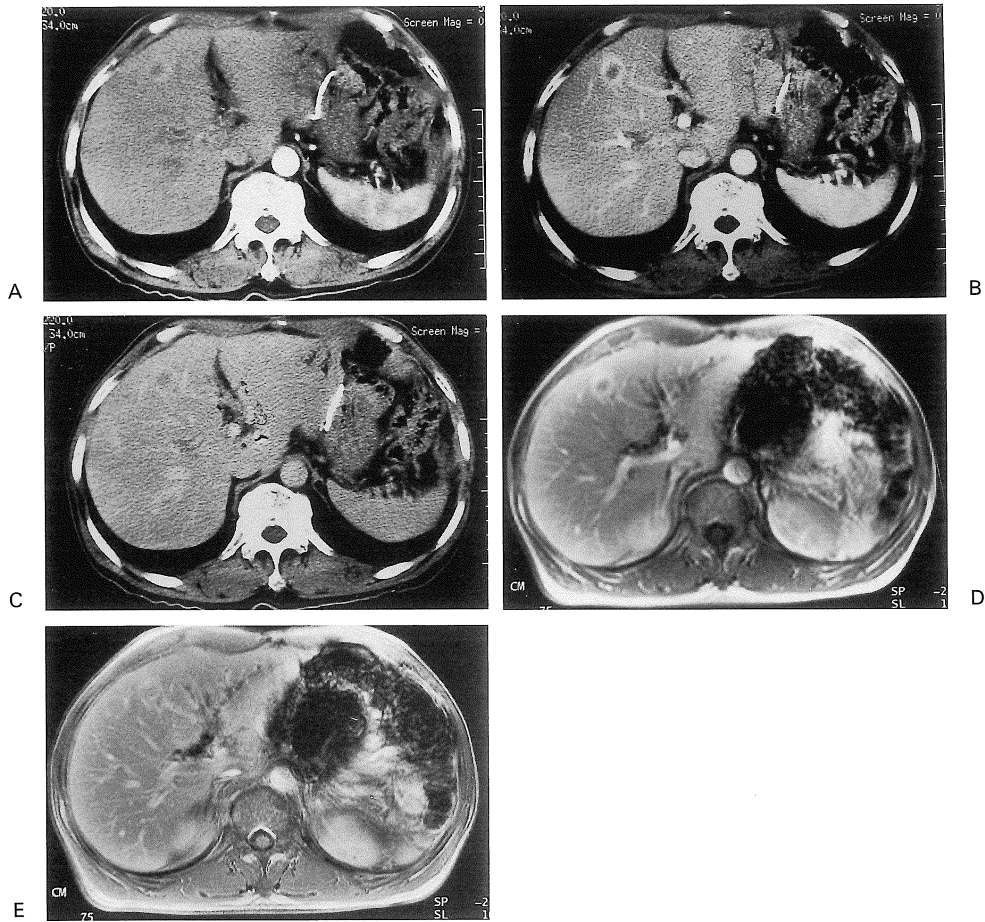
A 60-year-old male with metastatic tumor from colon carcinoma. Arterial phase (A), portal phase (B) and delayed phase (C) on dynamic helical CT. Portal phase (B) on dynamic helical CT shows a hypodense tumor with ring enhancement more distinctly than that on arterial phase (A) or delayed phase (C). Portal phase (D) and delayed phase (E) scan on dynamic MRI. Delayed phase (E) scan on dynamic MRI shows isointensity relative to the surrounding liver parenchyma.
